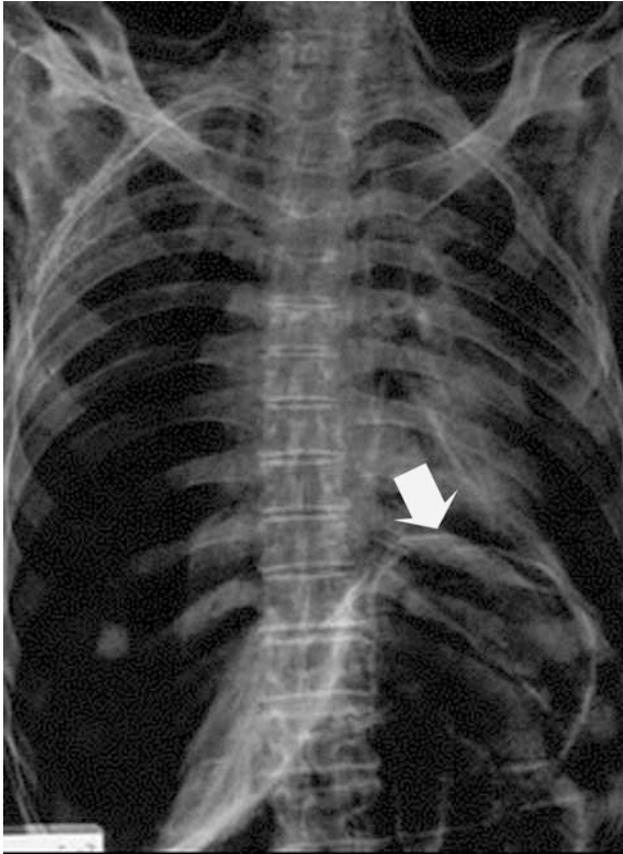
Radiografía simple de tórax. En un principio se pensó que podría tratarse de una tumoración en la región abdominal del lado izquierdo del sujeto.
